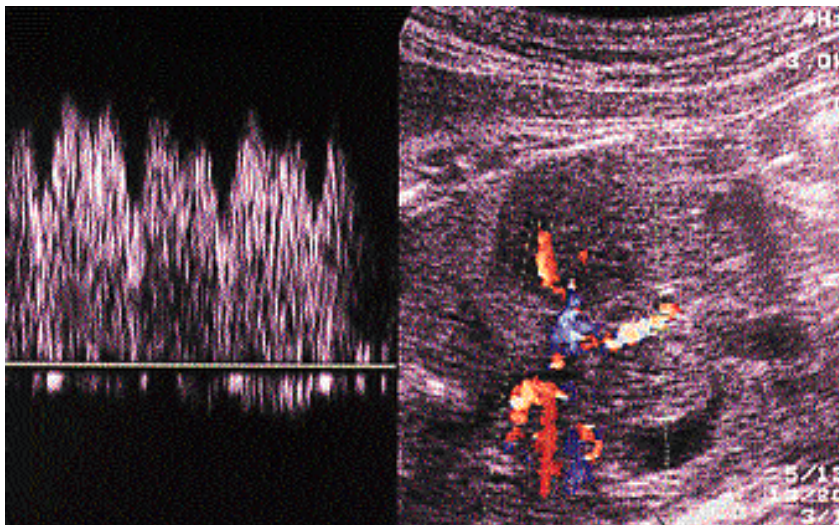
Ductus venosus : doppler normal.
